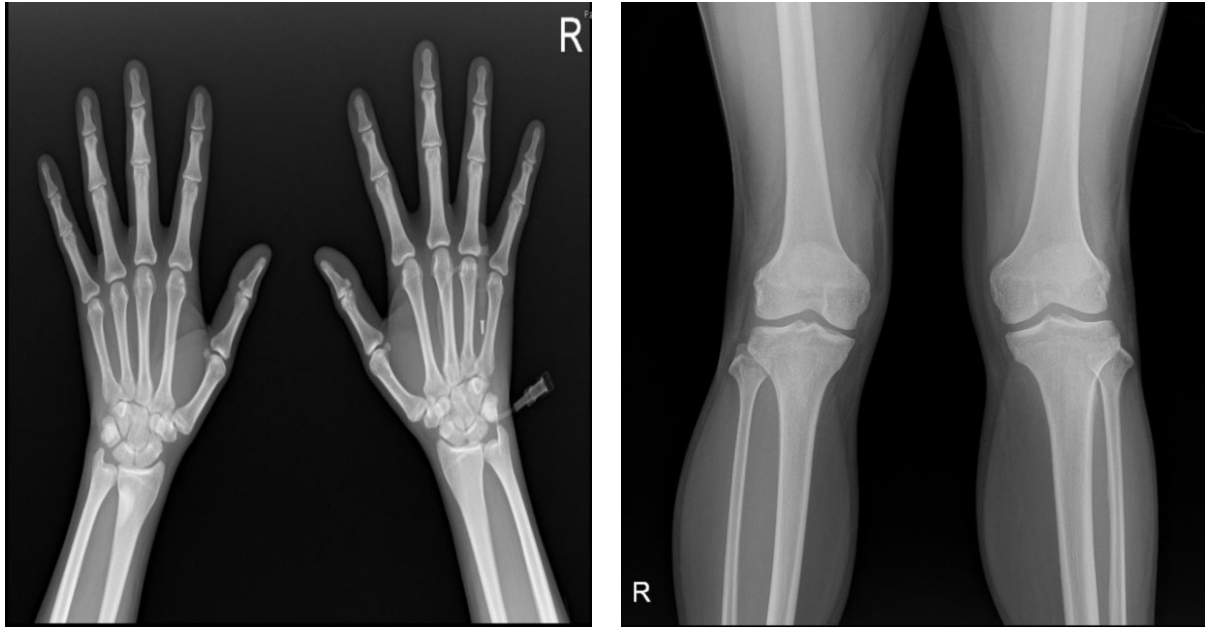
Both hand and both knee radiography
